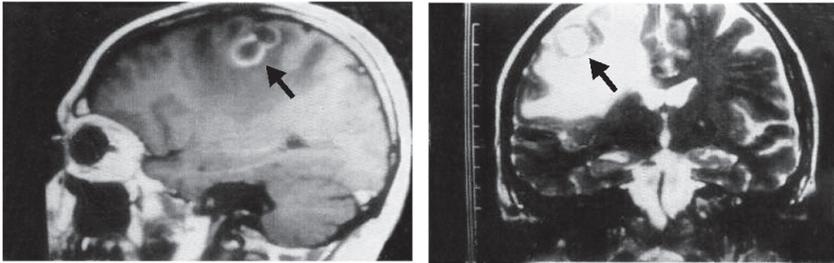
TC de cerebro, cortes sagital y coronal, que muestra lesión frontoparietal, bilobulada, ubicada en el hemisferio derecho, con refuerzo del contraste en la periferia, en anillo y discreto efecto de masa sobre las estructuras de la línea media (flechas).
